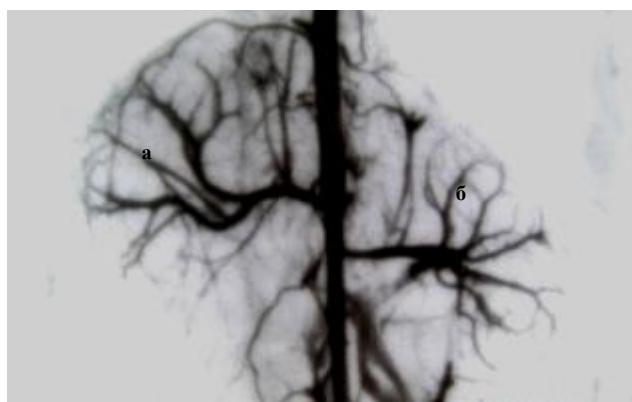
Рентгенангіограма нирок щура в нормі: а – права нирка; б – ліва нирка.
